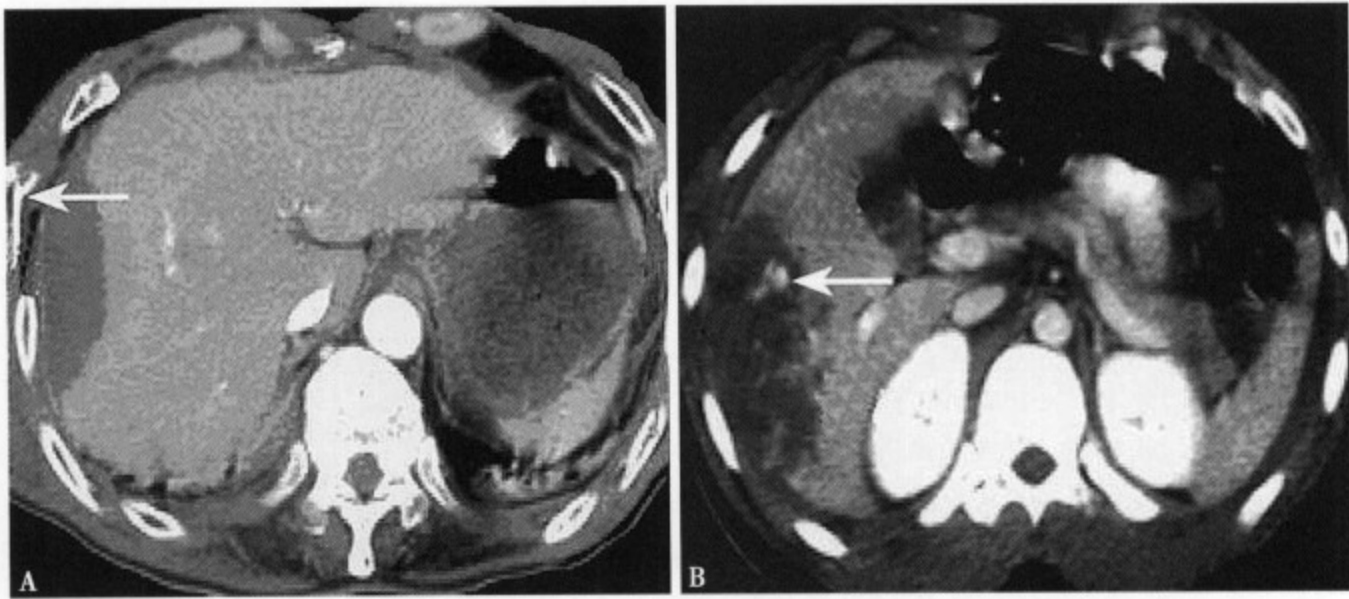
(A) II 级肝损伤: 增强 CT 示肝右叶梭形包膜下血肿, 邻近肋骨骨折; (B) III 级肝损伤: 增强 CT 示肝右叶包膜下血肿, 其内可见活动性出血灶
